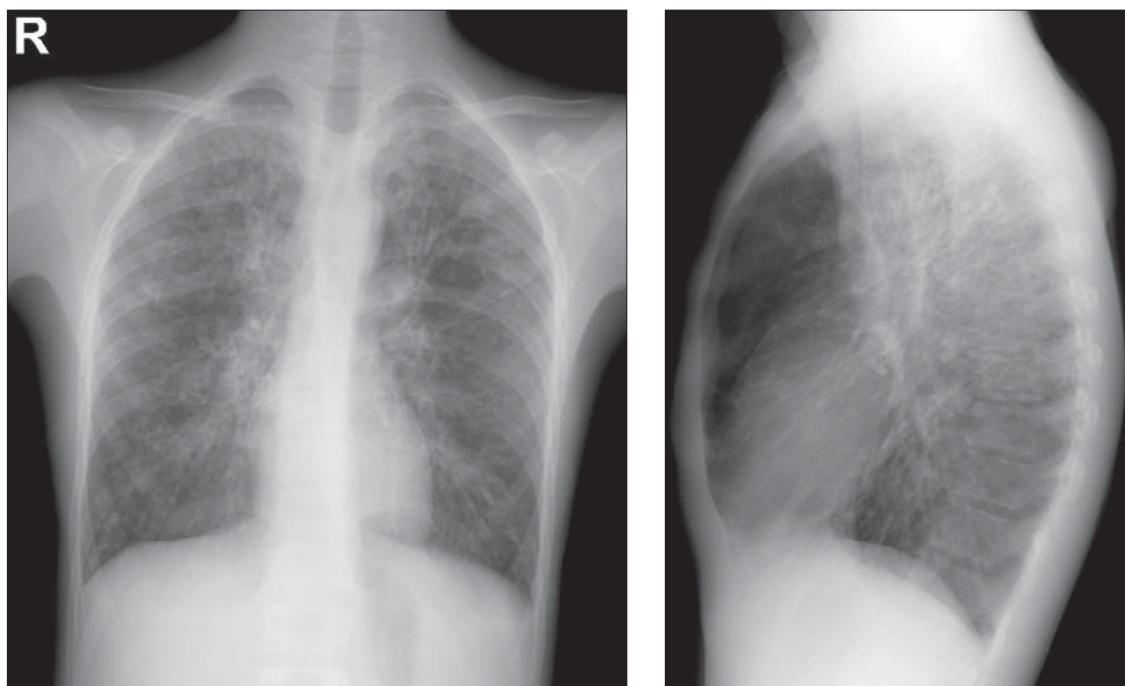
Pneumonie interstițială limfoidă. Radiografie în incidente PA și LL. Interstițiul pulmonar accentuat. Unele bronșii cu perete îngroșat. Hiperinflație.
